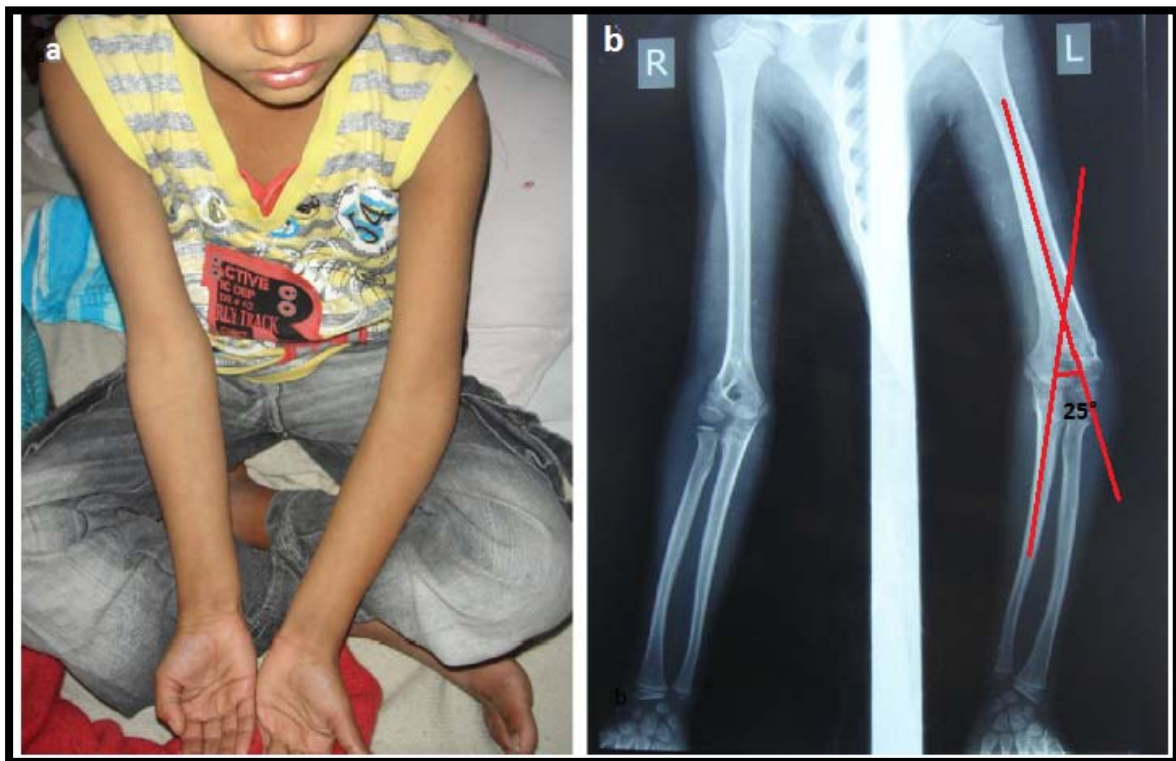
a: aspect clinique de la déformation en varus du coude gauche suite à une FSC gauche manipulée par « Jbar » chez un enfant de 8 ans. b : radiographie du coude face montrant le varus gauche de 25° comparativement au côté droit.
